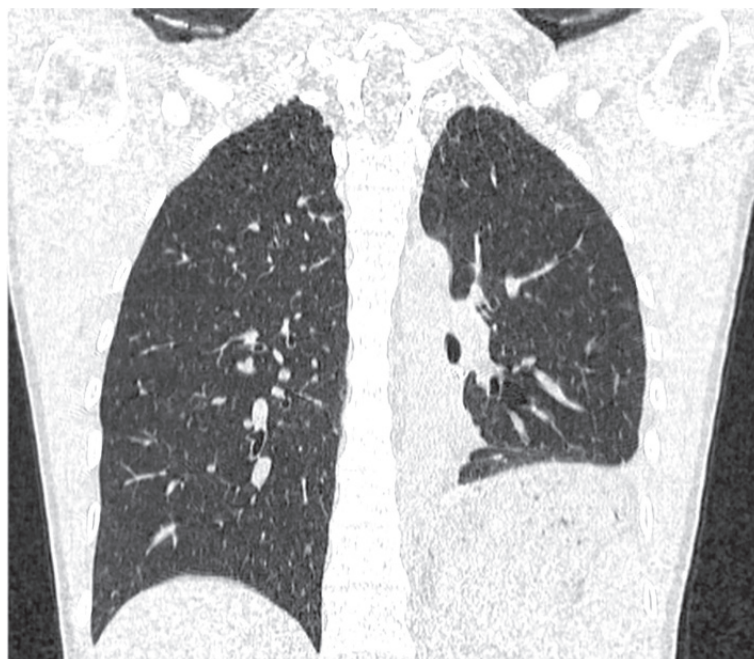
КТ ОГП (фронтальний зріз) через 2 місяця після виписки з клініки. Права легеня без змін у динаміці. Ліворуч стан після нижньої лобектомії. Патологічні тіні відсутні. Лівий купол діафрагми зміщений апікально. Плевра дещо потовщена у нижніх відділах за рахунок злук. Даних за рецидив хілотораксу немає
